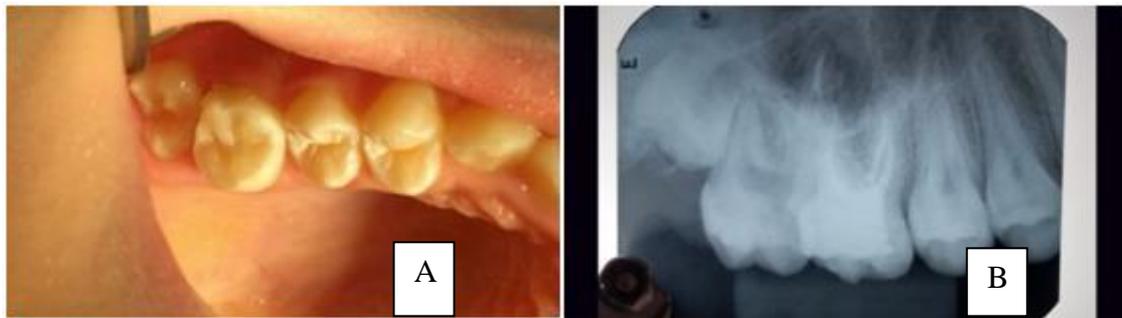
A – Restauração classe II de Black, do elemento 16. B. Radiografia periapical final.
